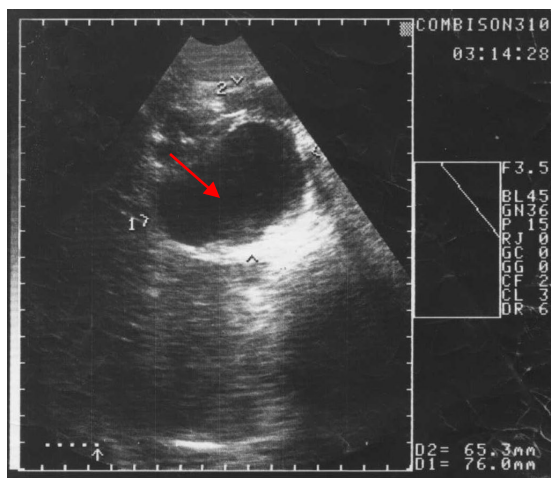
3.6. - УЗИ печени. Нарушение округлости контуров эхинококковой кисты
